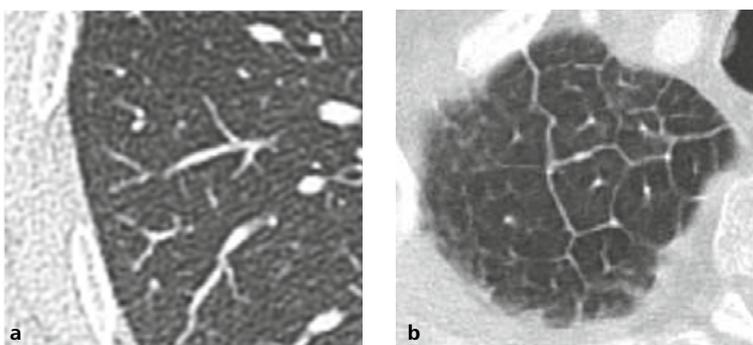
КТ высокого разрешения легочной периферии. Вторичная легочная долялка, как правило, идентифицируется только при утолщении междолевых перегородок (a). Утолщенные междолевые перегородки у пациента с кардиальным отеком легкого (b).
